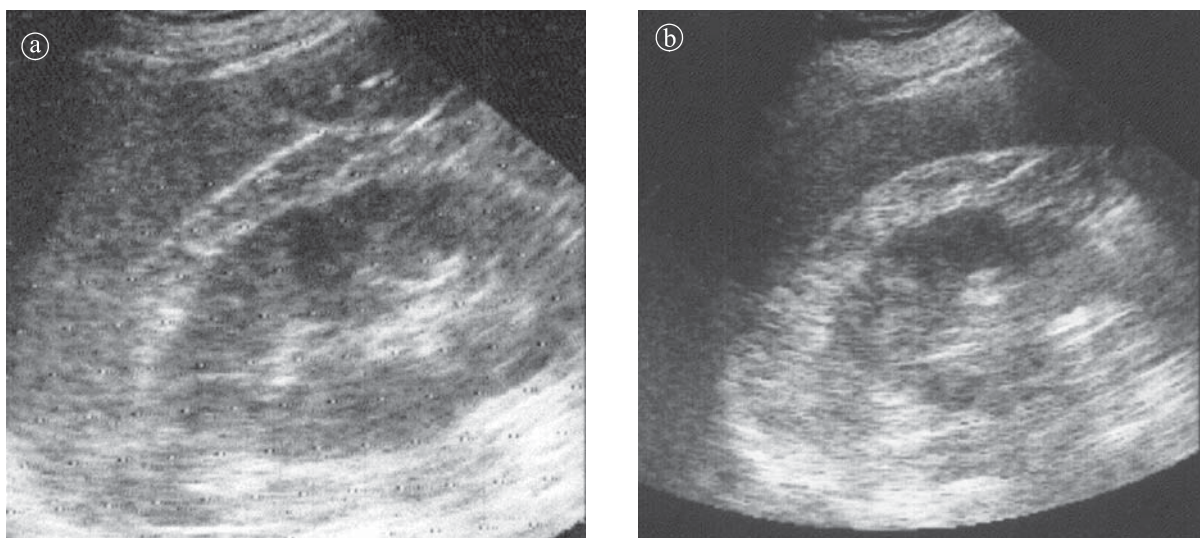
Pielonefrită acută. Ecografie a) secțiune longitudinală b) secțiune oblică. Se constată o imagine hipoecogenă parcelară cu structură inomogenă difuz delimitată în grupul caliceal mijlociu.
